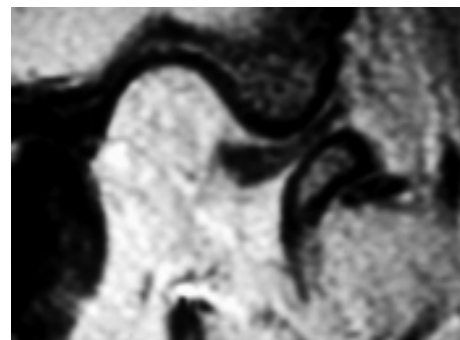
IRM en bouche ouverte
